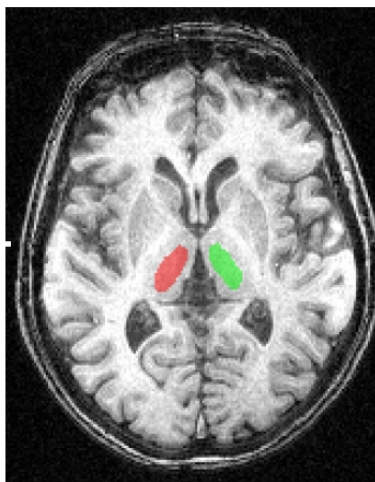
Segmentação do tálamo utilizando um corte axial de uma imagem de RM.
